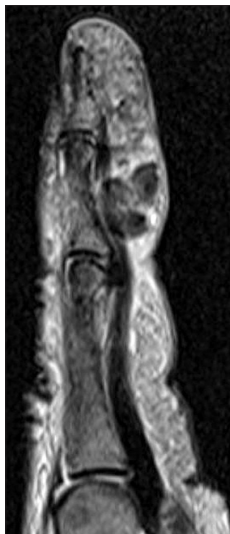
T2 weighted sagittal magnetic resonance image shows amorphous calcium deposition with diffuse soft tissue swelling in the volar aspect of the second finger.
